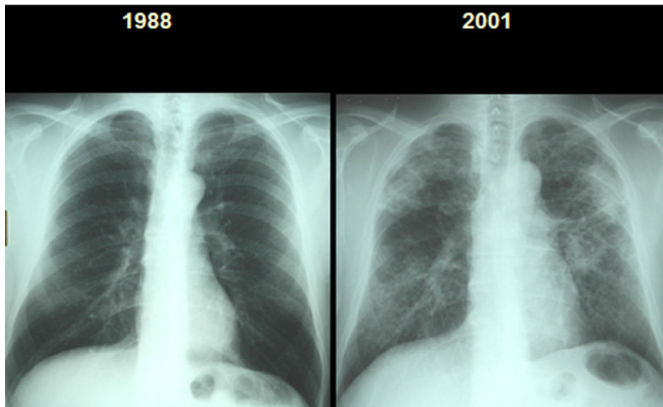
Швидко прогресуючий пневмоконіоз. Хворий почав підземний видобуток вугілля у віці 25 років 1980 року. Контрольна рентгенограма ОГК показала пневмоконіоз категорії 1/1 у віці 33 років (1988) і масивний фіброз у віці 46 років (2001).
